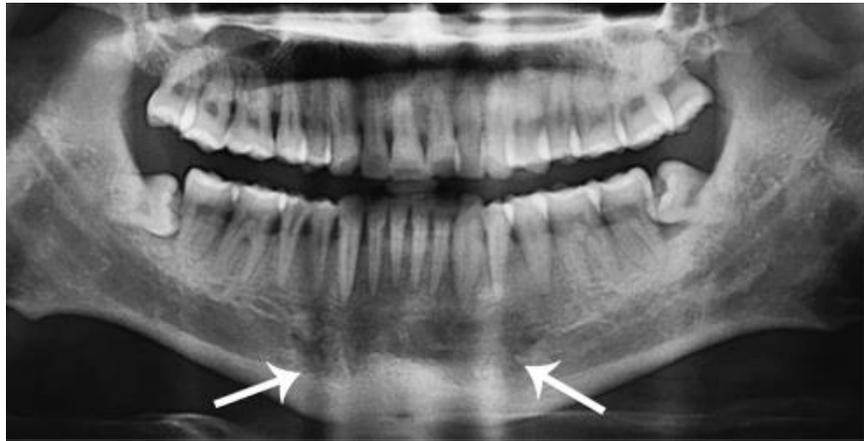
Radiografía panorámica mostrando la lesión en la mandíbula.²⁶
